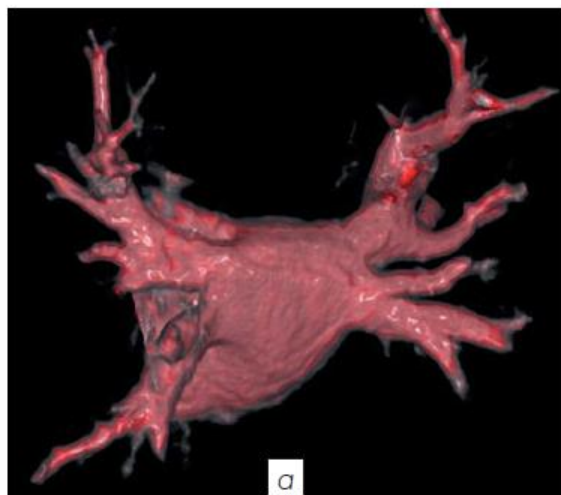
МРТ исследование левого предсердия и ЛВ: А – 3D VRT реконструкция ангиографической фазы с определением анатомии левого предсердия и легочных вен; Б – LGE левого предсердия, аксиальный срез на уровне ЛП; В – 3D реконструкция левого предсердия с подбором цветной кодировки для дифференциации здоровой ткани и визуализация фиброза ЛП
